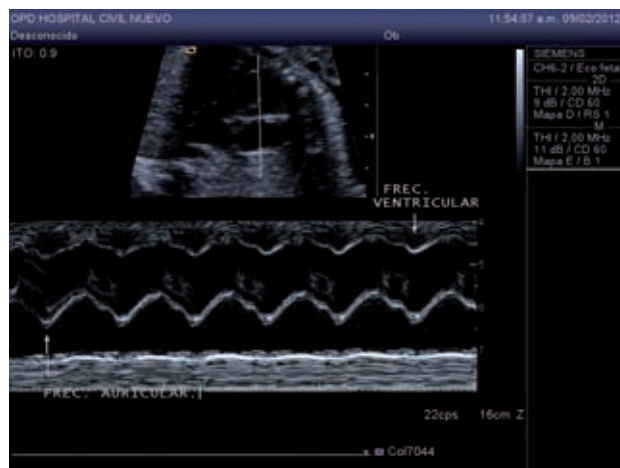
Frecuencia cardíaca fetal con relación auricular y ventricular normal evaluada en ecografía modo M.
